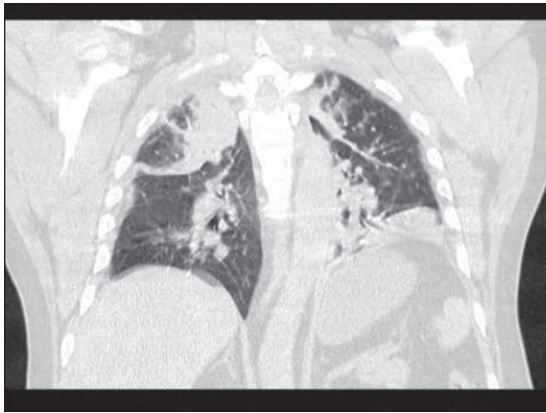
TAC de tórax, corte sagital: múltiples imágenes de consolidación alveolar en ambos campos pulmonares.
